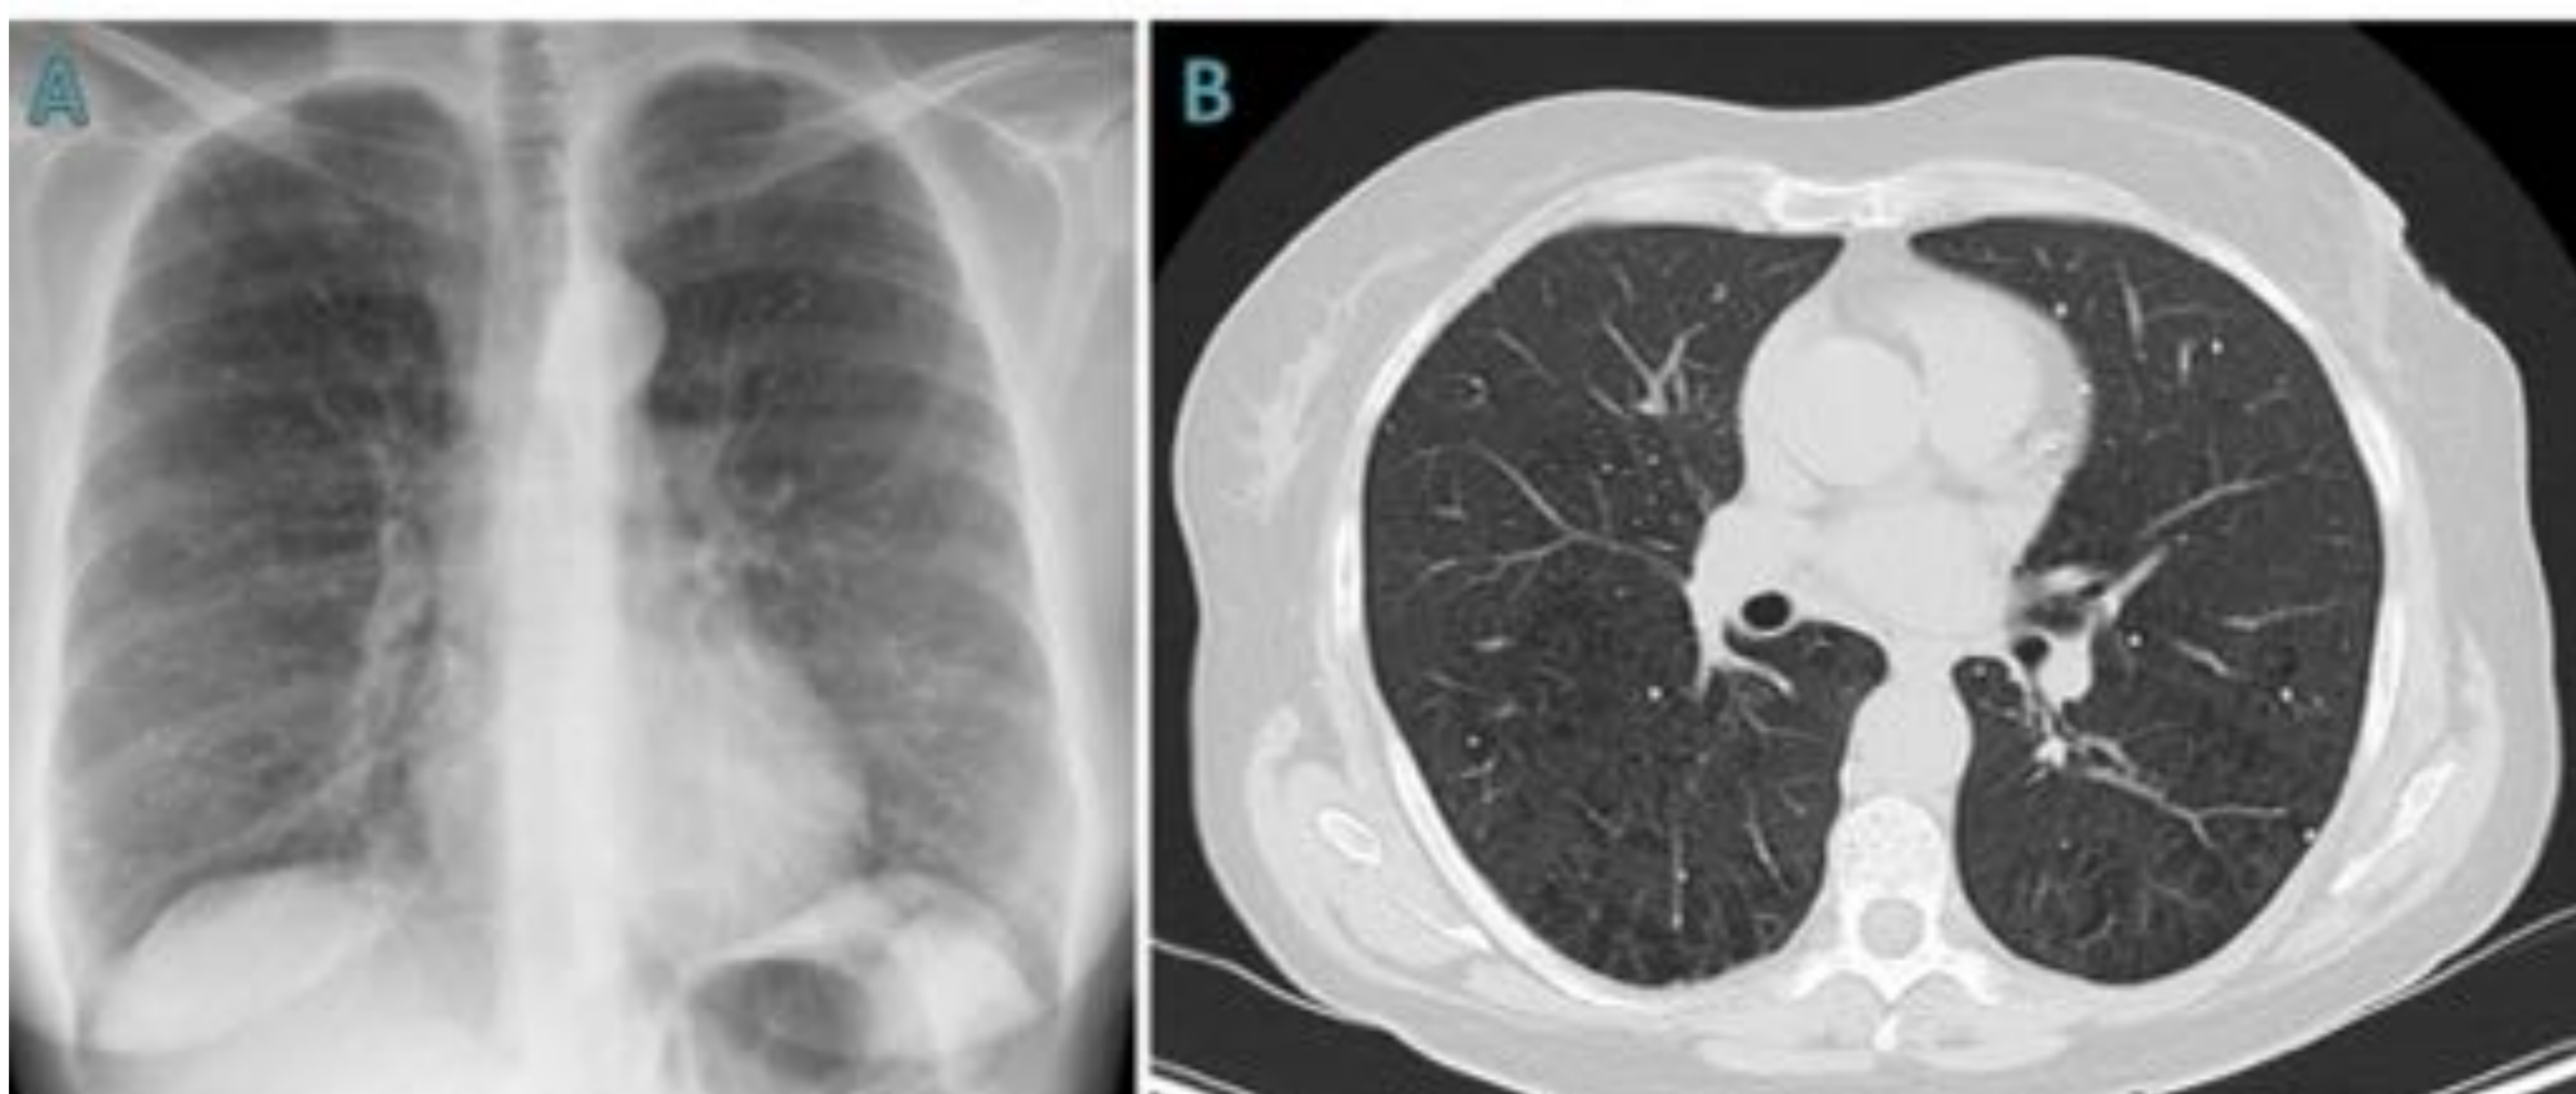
A) Radiografía de tórax PA con patrón micronodular bilateral, tras una neumonía por varicela. B) TC de tórax de la misma paciente en el que se observan micronódulos calcificados y signos de enfisema.
